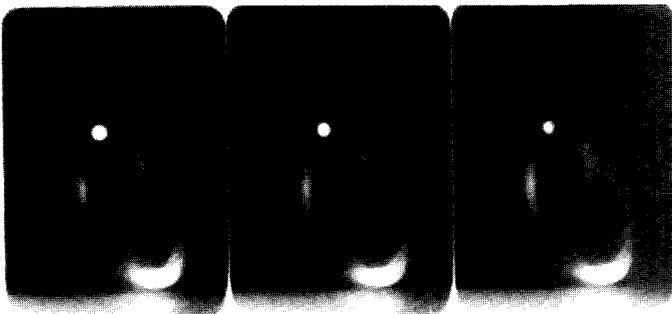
A cross-sectional tomographic images acquired 2 mm image thickness.
